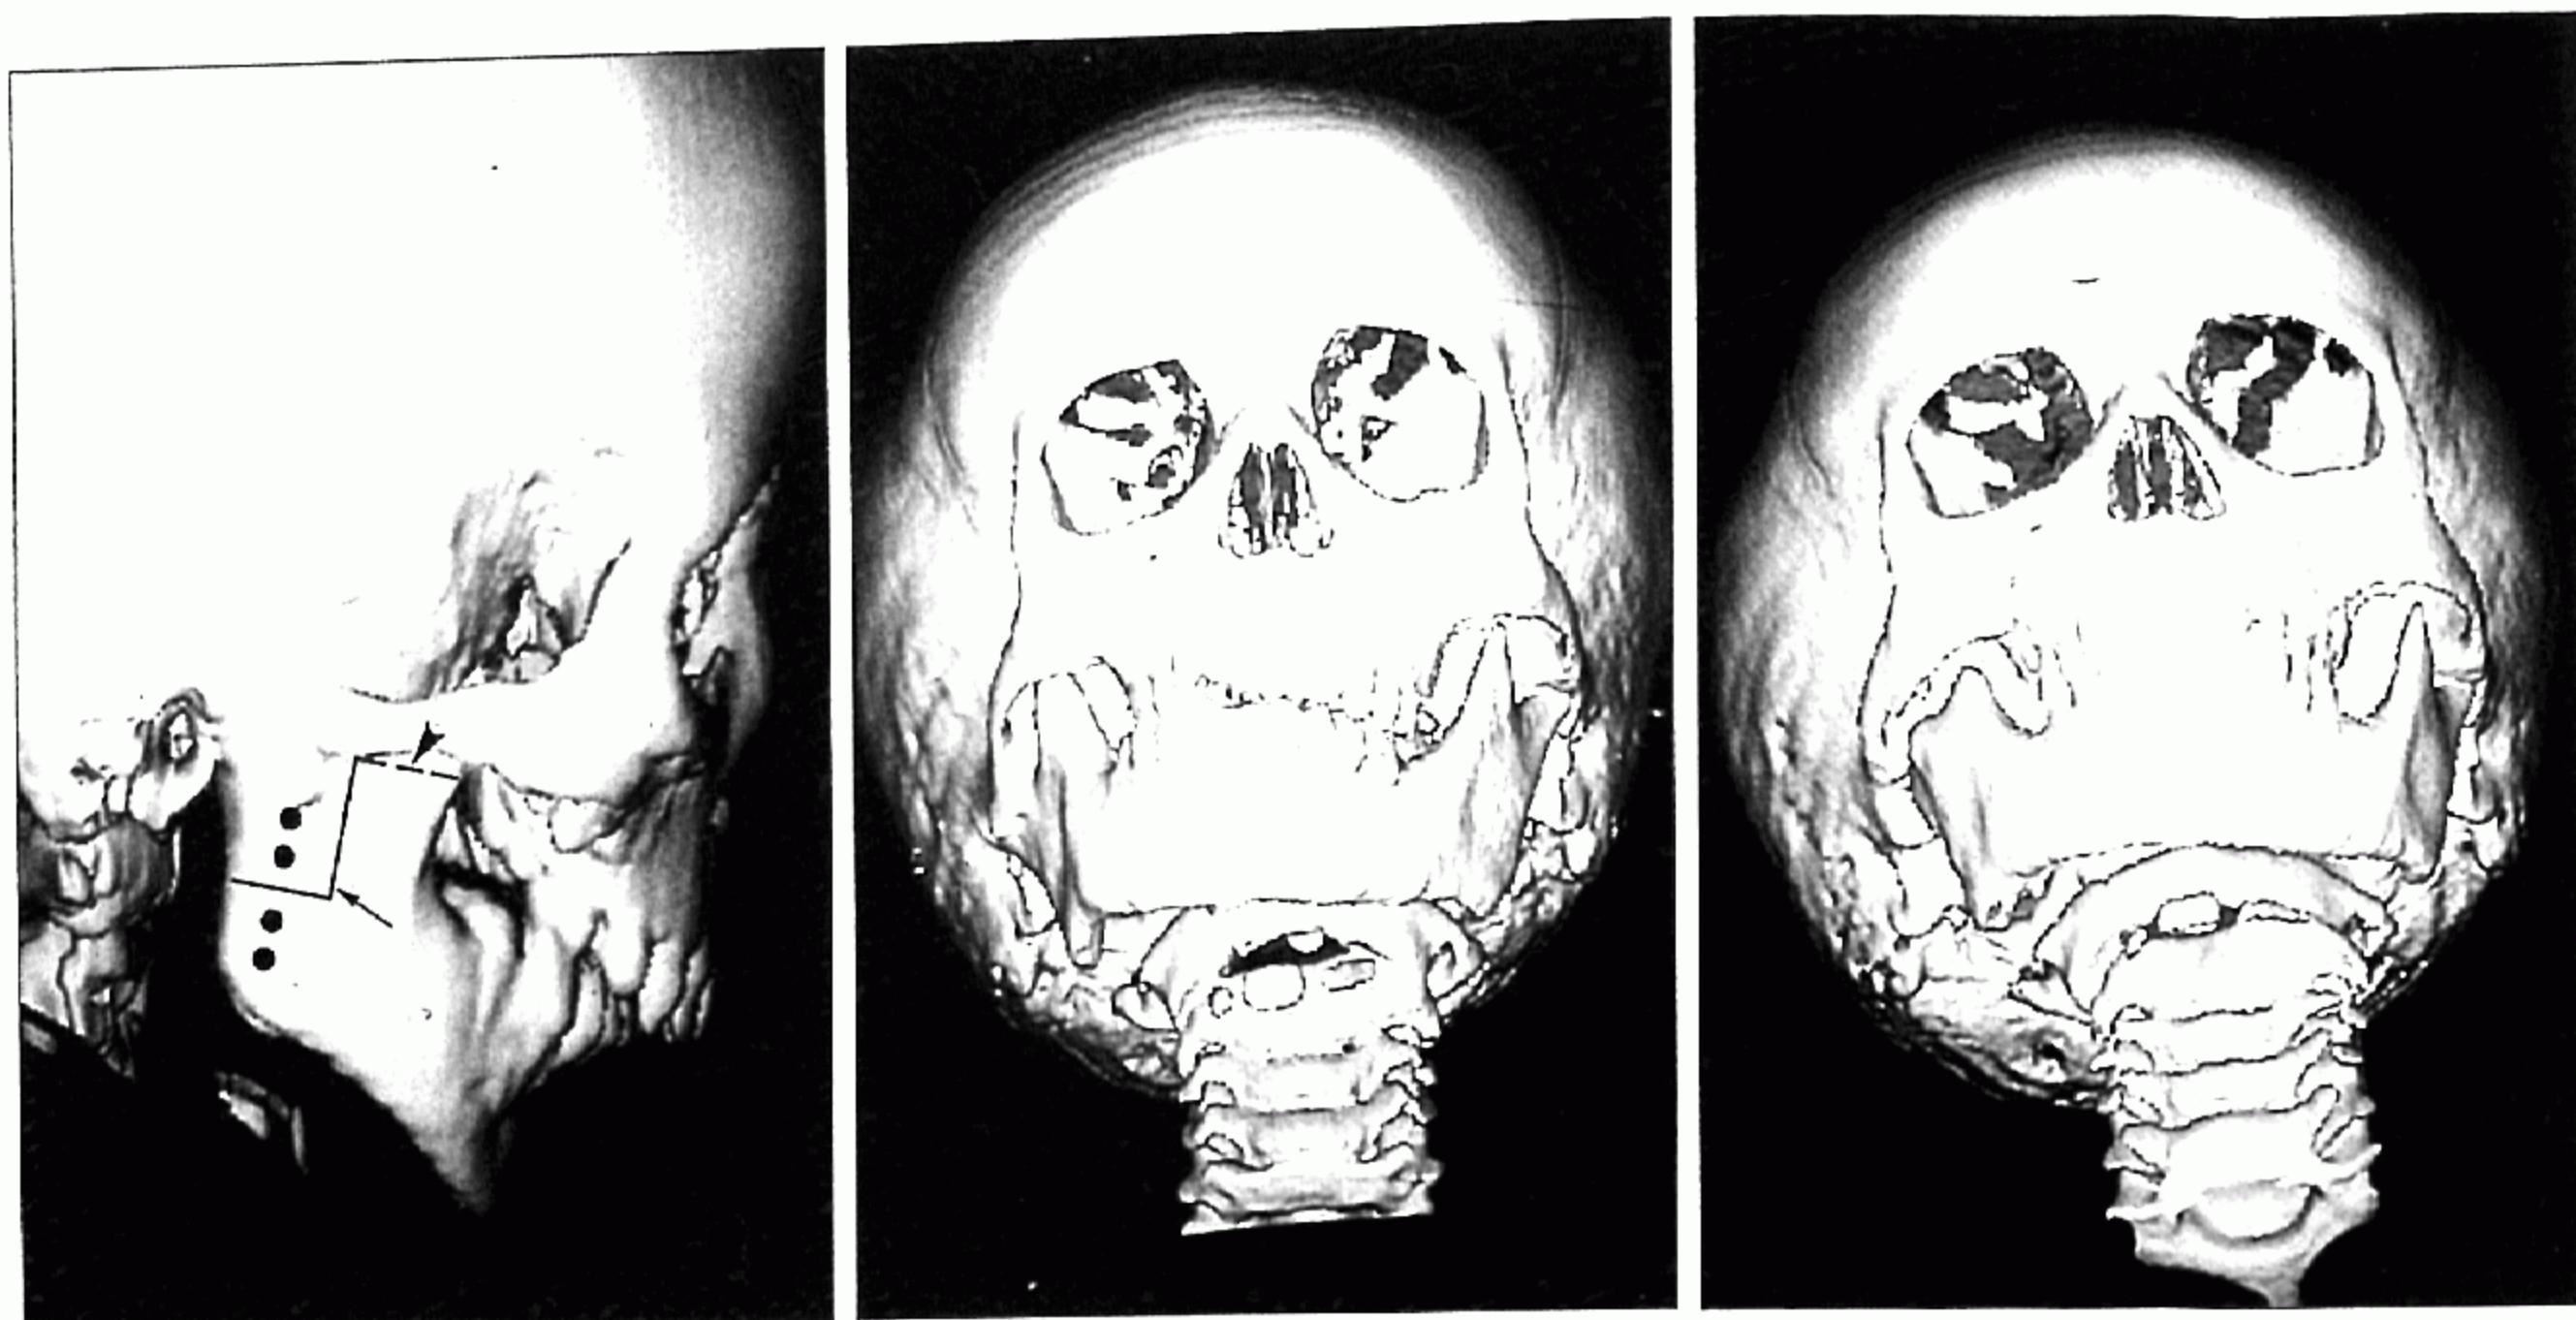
(Left) The design of the reverse L osteotomy (arrow) with ipsilateral coronoidectomy (arrow head). Four pins are placed on both side of the transverse osteotomy line. (Center) Preoperative three-dimensional computed tomographic scan of the case 3. (Right) Postoperative view. Note more natural contour of the ascending ramus and condyle on the right side.
